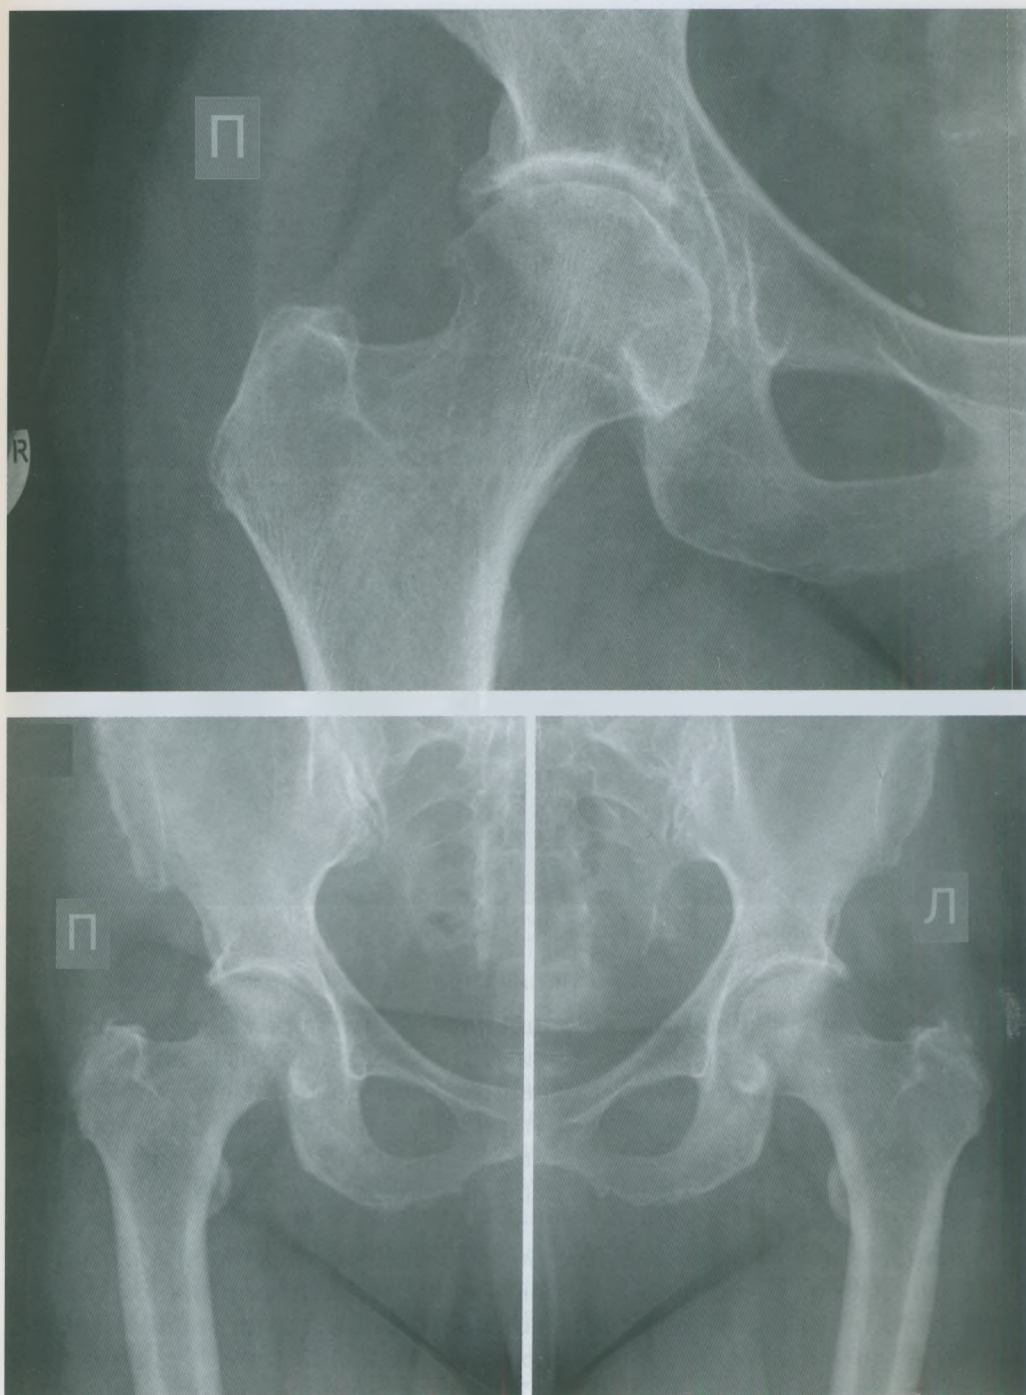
Коксартроз. Цифровая рентгенография ТС в прямой проекции.
